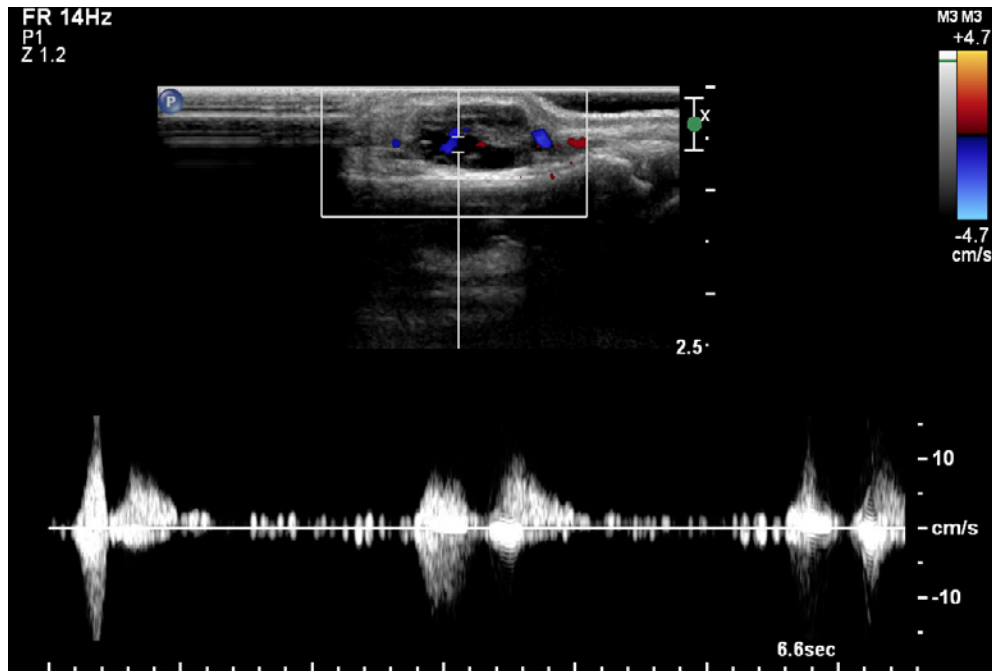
Doppler pulsado no interior da lesão palpável com compressão do transdutor
